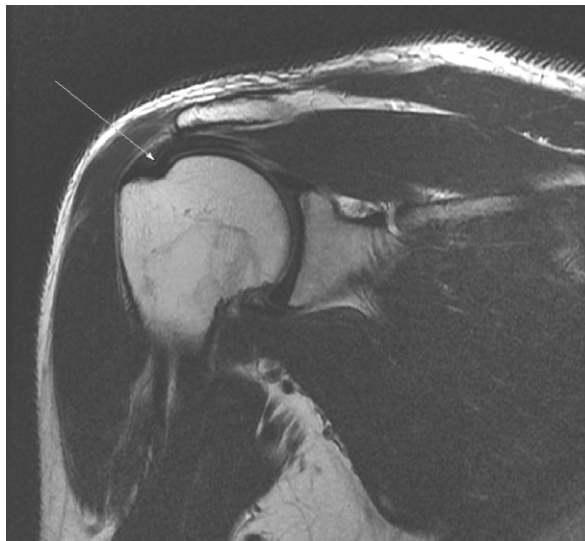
Rt.shoulder MRI.
